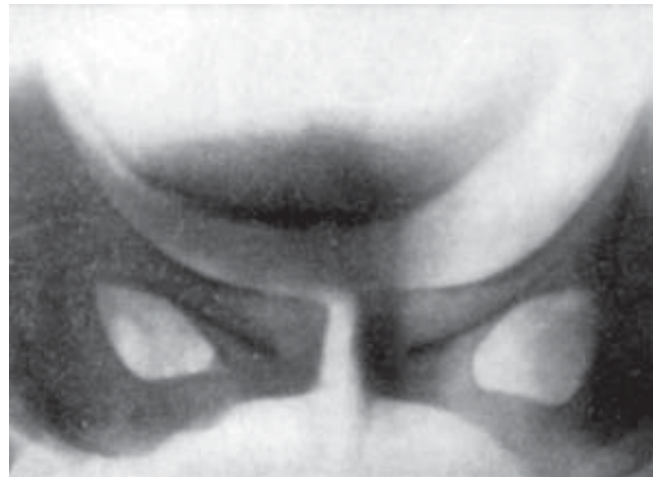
Розходження лобкового симфізу 2-го ступеня. Рентгенограма
